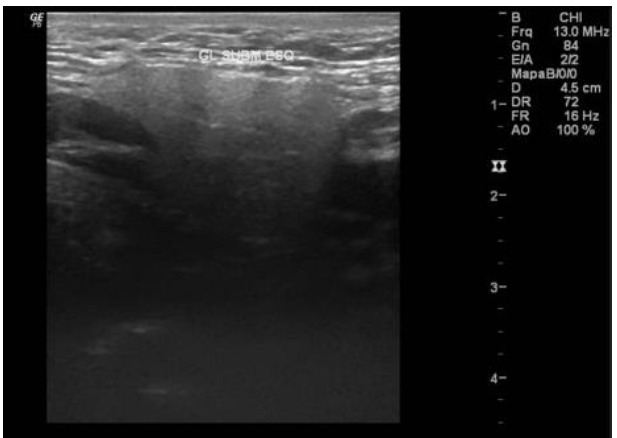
Ultrassonografia das glândulas salivares maiores (GSM) do P3<sup>EENMs</sup>
